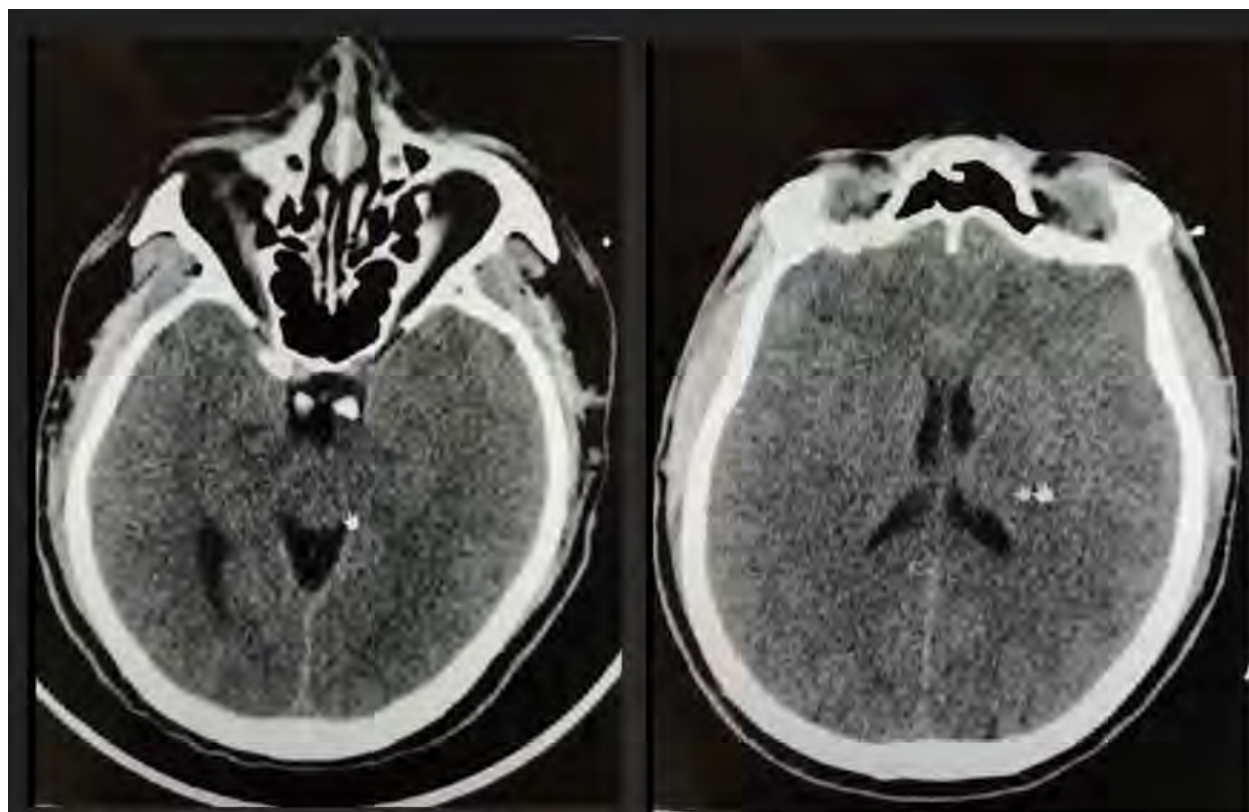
Tomografía de cráneo (TC) simple
